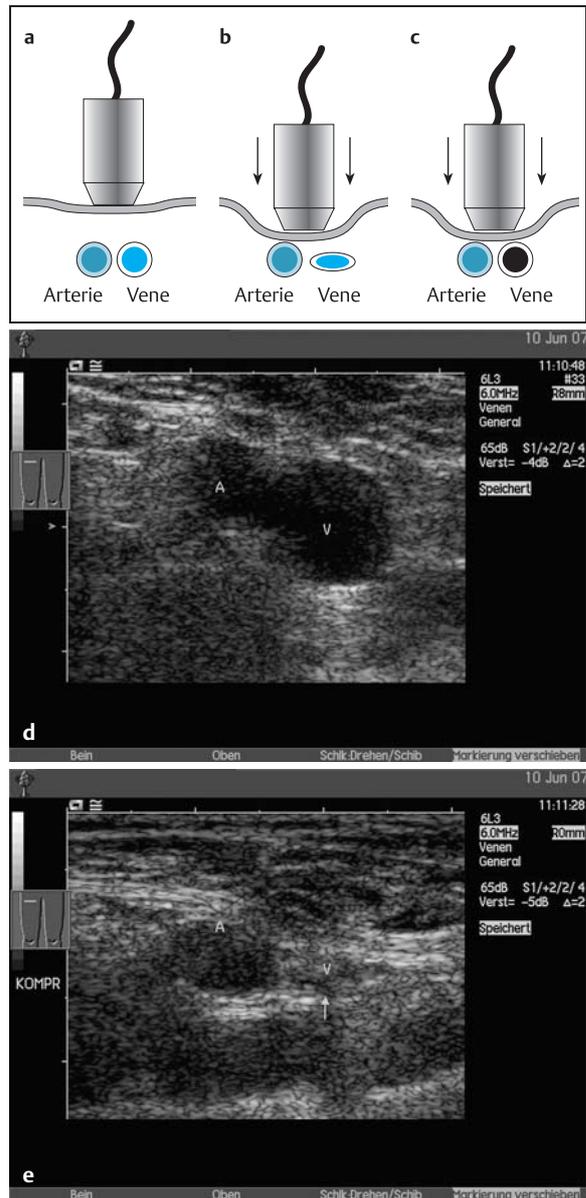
e Kompressionssonographie.
